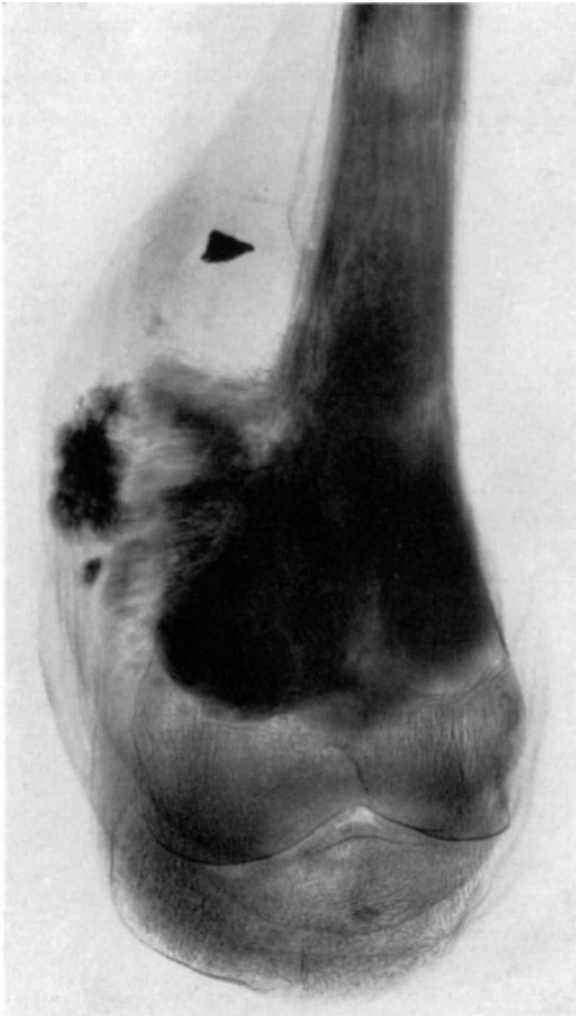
Röntgenbild des Präparates der Abb. 133. Myxochondrosarkom der unteren Femurmetaphyse. Oben deutliche Periostitis ossificans. Das „quergestreifte“ etwas verwachsen sich darstellende Schattenbild am medialen Metaphysenumfang entspricht den Geschwulstwucherungen, die in Abb. 133 das Periost (*p*) abgehoben haben und in Abb. 135 mikroskopisch abgebildet sind. Die dichte „Querstreifung“ ist durch die feinen Spiculaebildungen bedingt. Solche treten auch in der am lateralen Metaphysenumfang durchbrechenden Geschwulstmasse hervor. Epiphyse frei. Der dreieckige Schatten links oben entspricht dem Rest einer Jodoform-Glyzerininjektion.
